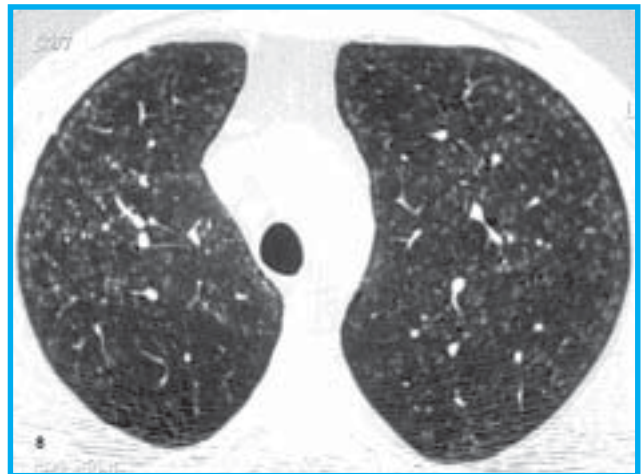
Homem de 48 anos com silicotalcose por inalação. TC de alta resolução dos ápices pulmonares mostrando pequenos nódulos difusos, predominantemente centrolobulares.
